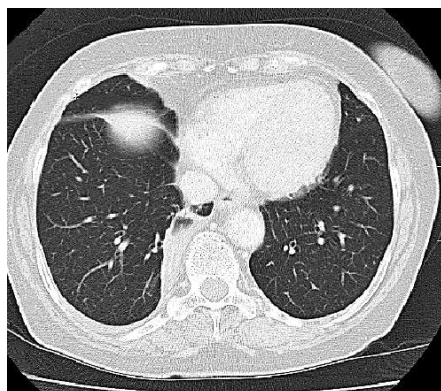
КТ ОГК хворого К. до операції (січень 2022 р.). Осумкування в нижній частці правої легені
